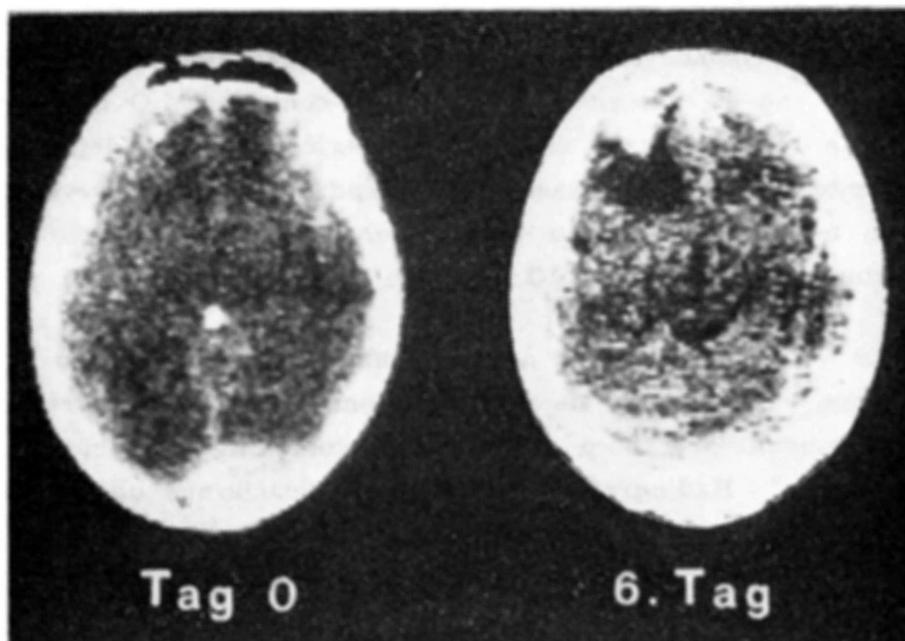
À esquerda CT-scan à admissão evidenciando um hematoma extradural infratentorial e a presença de sangue no espaço interhemisférico. À direita CT-scan de controle 6 dias após a admissão, mostrando uma hemorragia intracerebral frontal esquerda, com área de edema cerebral ao redor.
